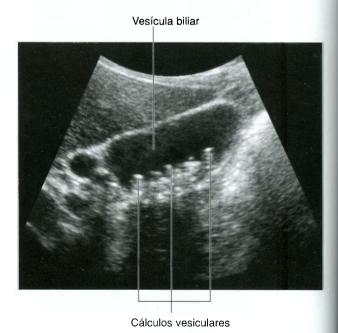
Vesícula biliar contendo múltiplos cálculos biliares. Ultra-sonografia.
